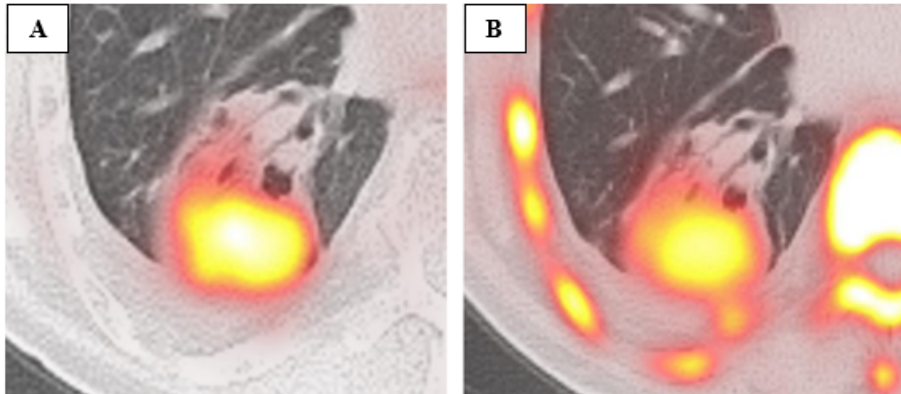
(A) El uso de ^{18}F – FDG mostró captación (actividad hipermetabólica) por la masa en pulmón derecho, no capta áreas atelectásicas al contorno del presunto nódulo. (B) Imagen en donde se usa ^{18}F – FLT muestra una mayor captación por la masa, pero además presenta actividad hipermetabólica en lesiones benignas.
